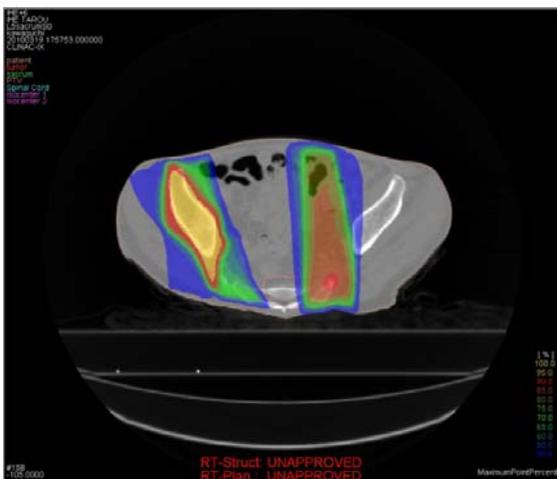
2 回の線量分布と CT 画像の融合結果
